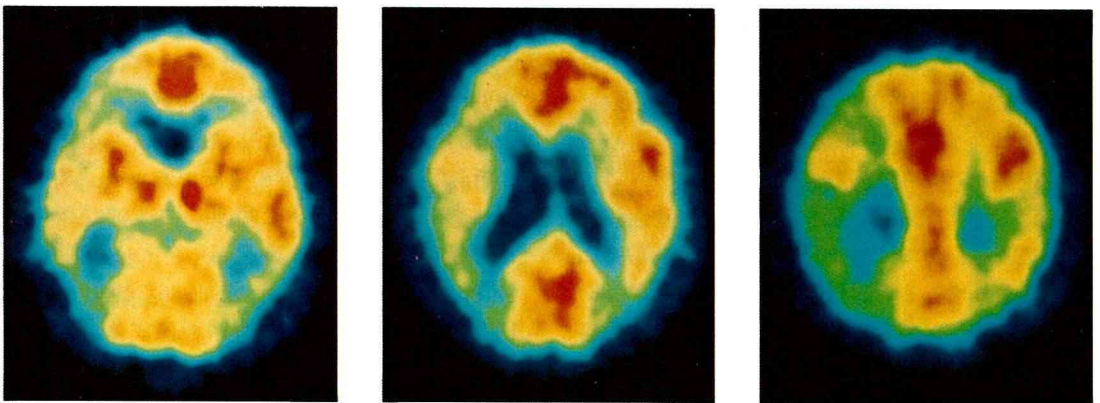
Positron emission tomography using  $CO_2$ -15, showing right dominant low blood perfusion in bilateral parietal lobes.
